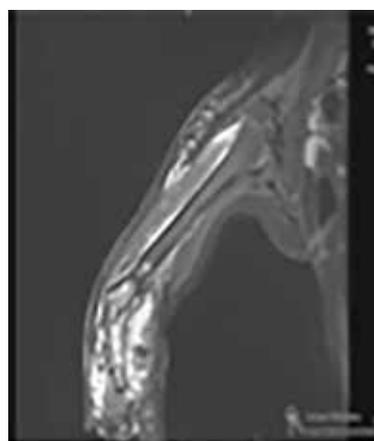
RMN fémur con fractura patológica.
